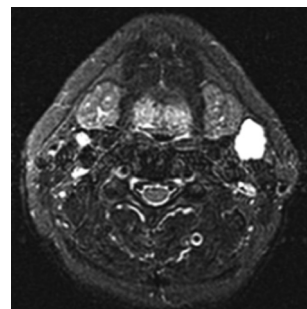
RM lesión hiperintensa en T2. 1b: TAC: lesión hipointensa.
